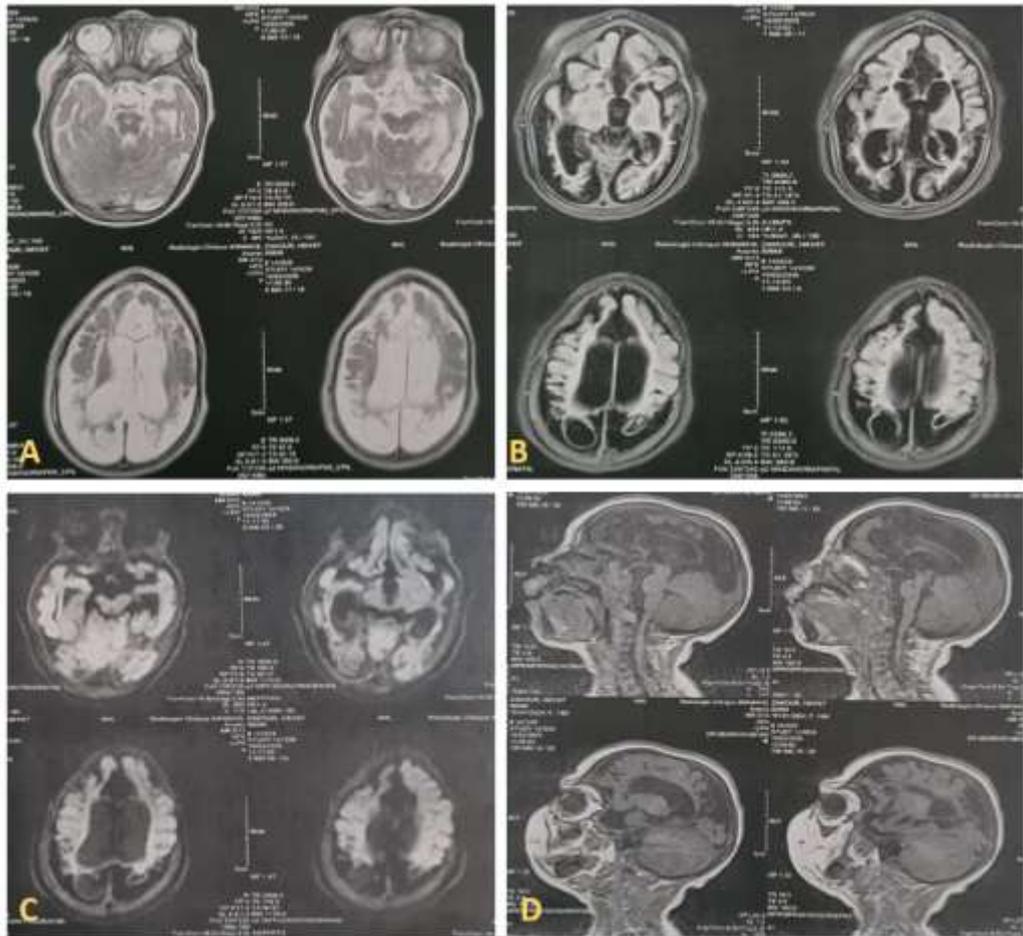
IRM cérébrale chez un trigonocéphale avec retard psycho moteur, signes d'encéphalomalacie multi-kystique (séquelles hypoxo anoxiques).
